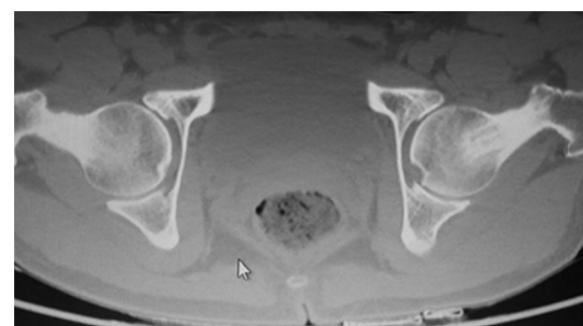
Imagem da tomografia computadorizada, em corte axial, da região do colo do fêmur de ambos os quadris que mostra o colo estreito e esclerótico do colo do fêmur.
